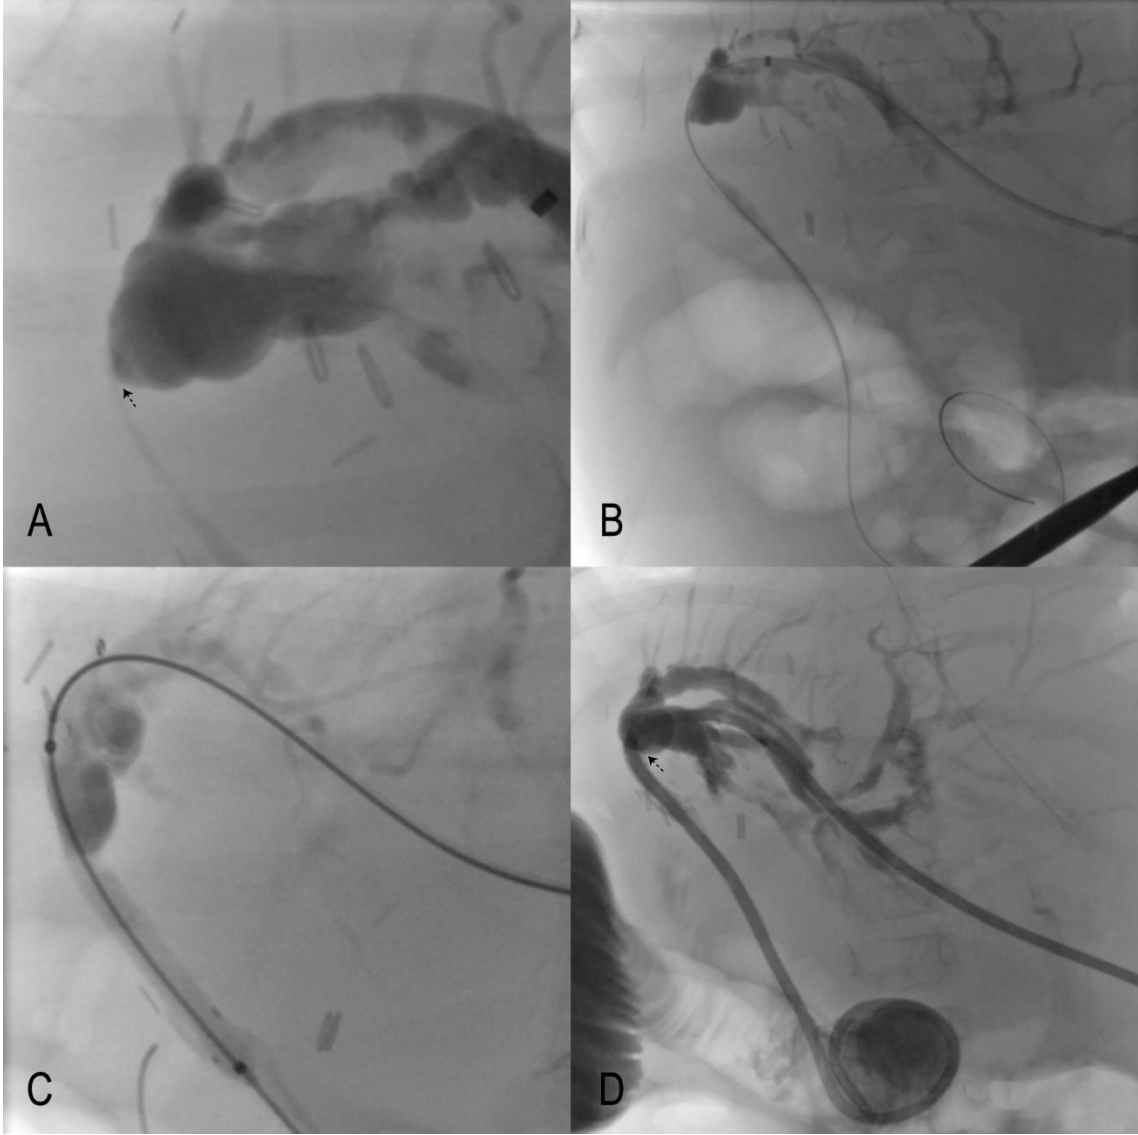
Kolestatik karaciğer hastalığı tanısıyla canlıdan nakil yapılan 18 aylık kız hasta. A. Koledok anastomoz düzeyinde belirgin darlık (kesikli ok) izlenmektedir. B. Darlık lokalizasyonuna 4x40 mm'lik balonla kolanjioplasti yapılmıştır. C. Kolanjioplasti sonrası İEBD kateteri yerleştirilmiştir. D. Hastanın takibinde intraducer yerleştirilerek yapılan kolanjiografide darlığın (kesikli ok) belirgin azaldığı görülmektedir.
